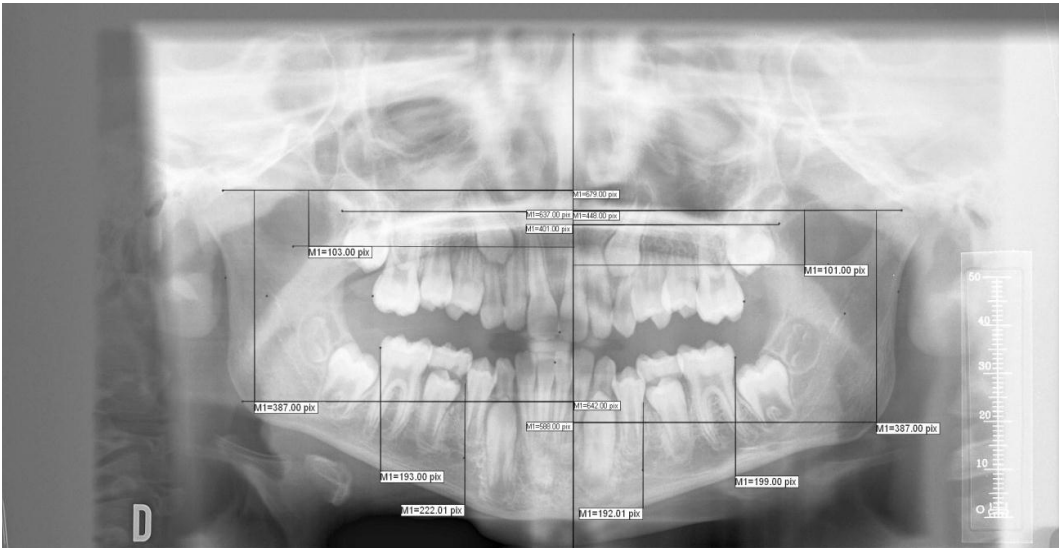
Líneas sobre la ortopantomografía.
